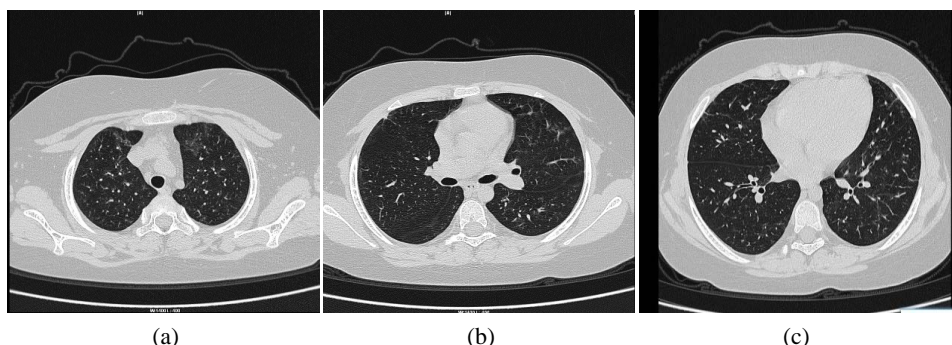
Chest CT Results of the patient on November 23: The texture of both lungs is thickened and blurred, the light transmittance of both lungs is uneven, and multiple linear and cord-like shadows are scattered in both lungs, and the range is reduced and reduced compared with the previous one
